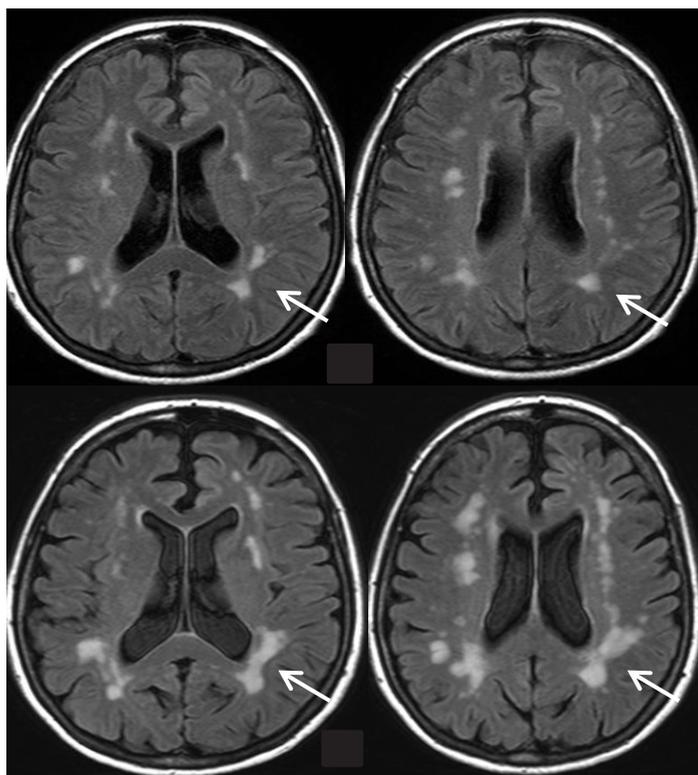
Secuencia FLAIR en cortes axiales que demuestra incremento en el número y confluencia de las lesiones de la sustancia blanca A) estudio inicia. B) Estudio realizado 7 semanas después.
